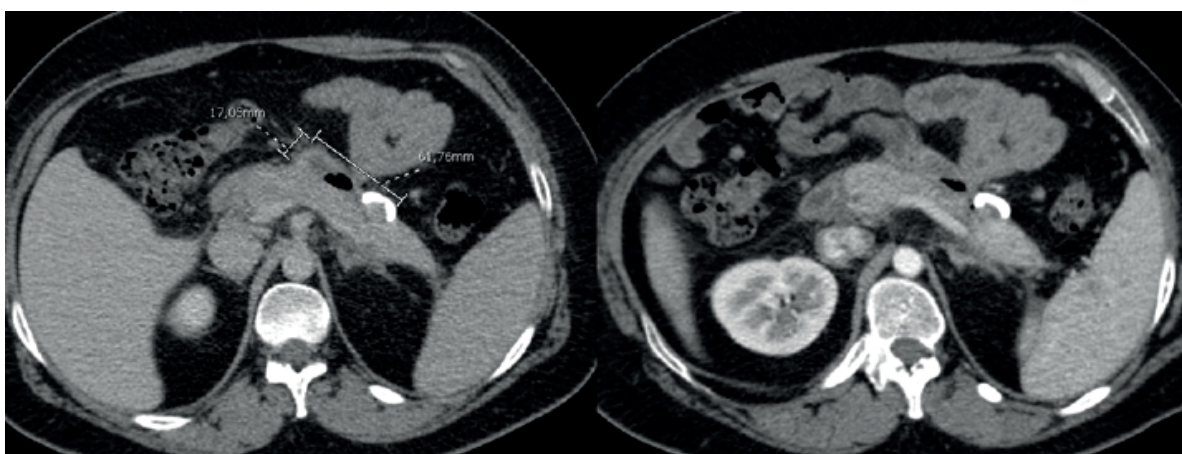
TAC. Persistencia con leve reducción de tamaño de la colección líquida de 61,7 x 17,05 mm, heterogénea, adyacente al borde anterior del cuerpo pancreático. Sutil alteración de los planos grasos adyacentes y finas bandas líquidas. Presenta catéter de drenaje percutáneo ubicado en su sector más periférico.
